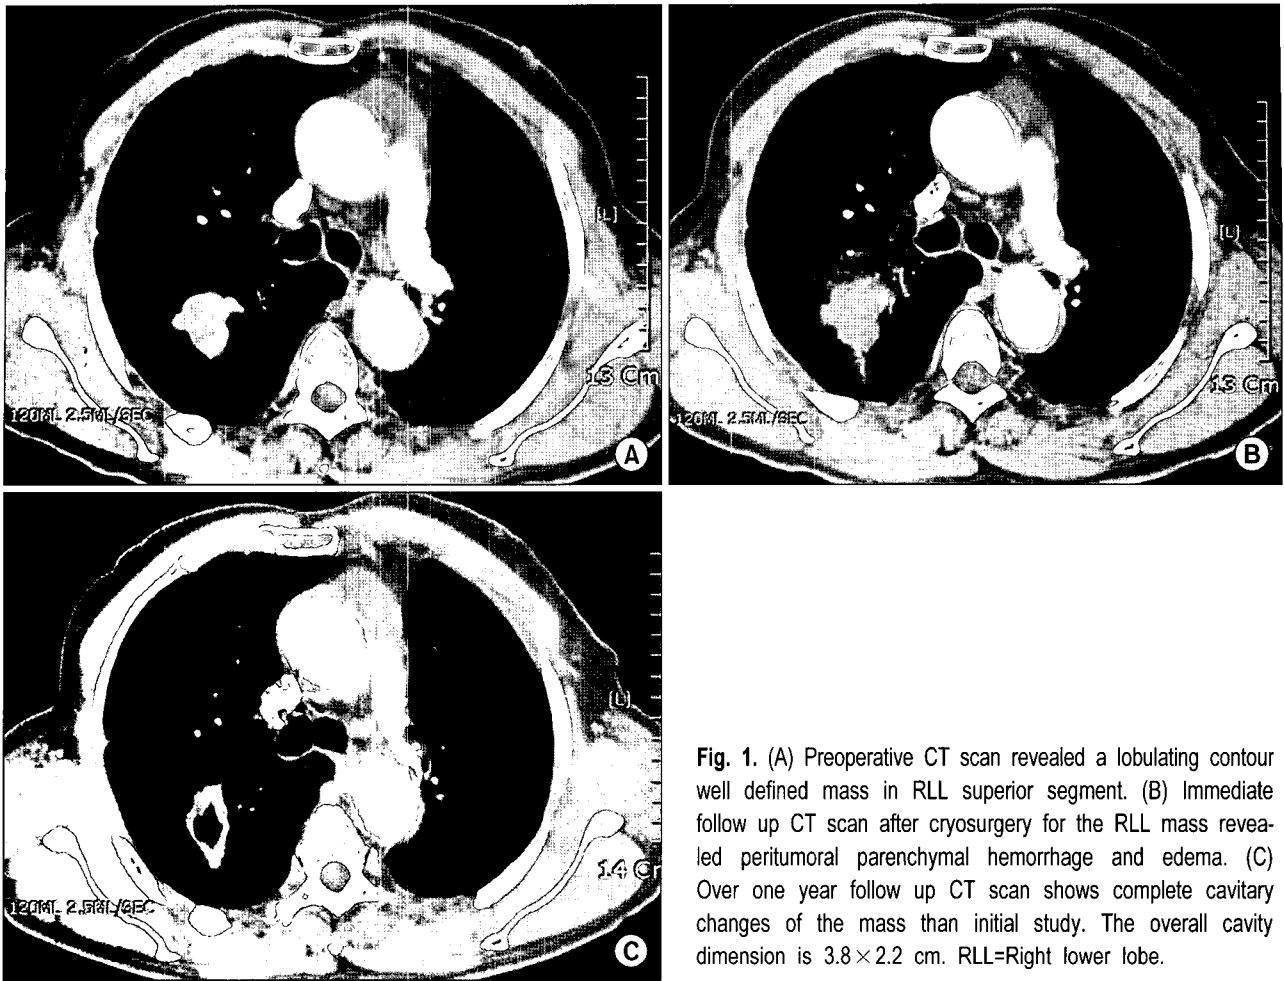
(A) Preoperative CT scan revealed a lobulating contour well defined mass in RLL superior segment. (B) Immediate follow up CT scan after cryosurgery for the RLL mass revealed peritumoral parenchymal hemorrhage and edema. (C) Over one year follow up CT scan shows complete cavity changes of the mass than initial study. The overall cavity dimension is 3.8×2.2 cm. RLL=Right lower lobe.
